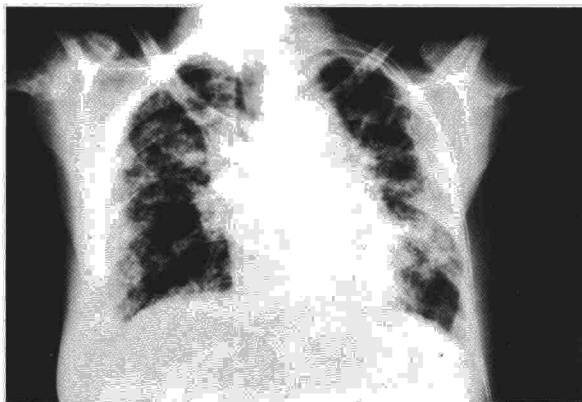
Radiografía posteroanterior de tórax que muestra patrón reticulonodular difuso.
